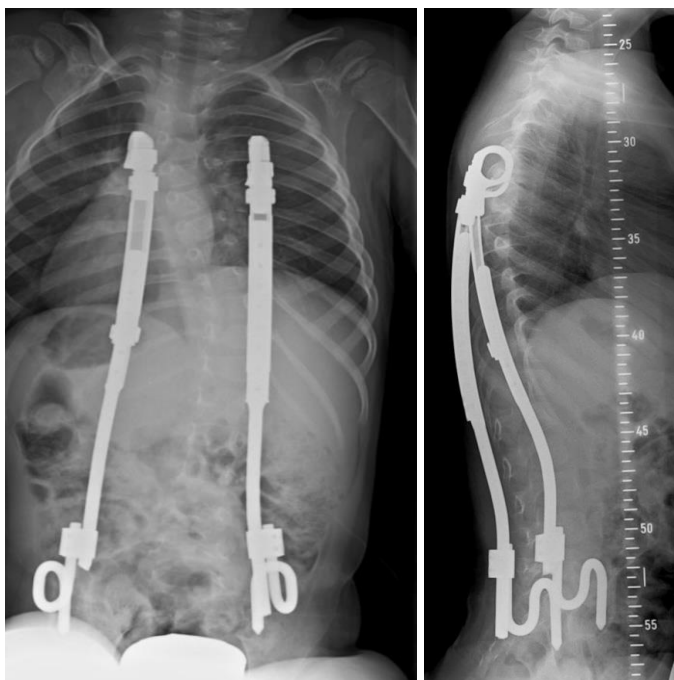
Bilaterale *rib to pelvis*-Implantation mittels des VEPTR-Systems, s.g. *eiffel tower construction*. Links Darstellung des a.p. Röntgenbildes, rechts die laterale Ansicht
